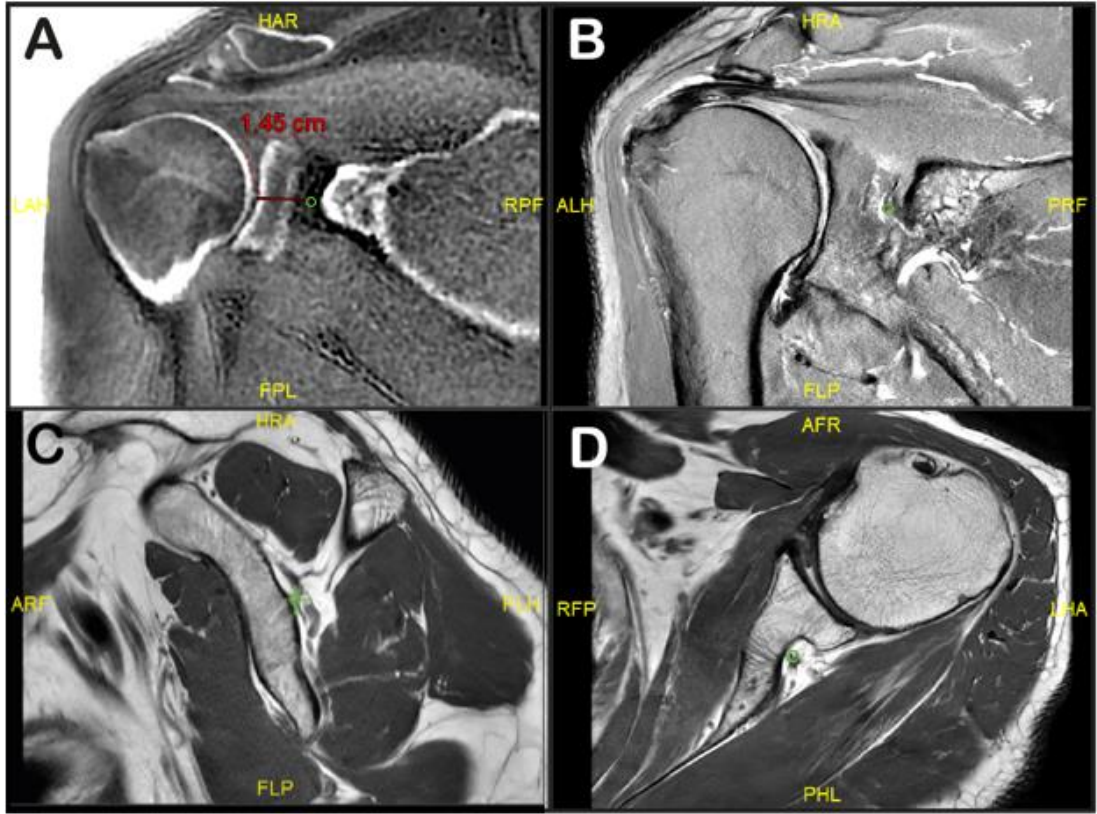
N. suprascapularis'in incisura scapulae'dan geçerken cavitas glenoidalis'e en yakın olduğu konumun triangülasyon ayarı ile işaretlenmesi. Öncelikle aksiyel ve koronal MRG'de n. suprascapularis'in seyri değerlendirildi (B ve D), ardından aksiyel MRG üzerinde cavitas glenoidalis'e en yakın olduğu noktası triangülasyon ayarı ile işaretlendi (D), işaretlenen noktanın SEZ-MRG üzerindeki konumunun tespit edildi(A). A; koronal SEZ, B; yağ baskılı koronal T2A, C; sagittal T1A, D; aksiyel PDA görüntüleri.
